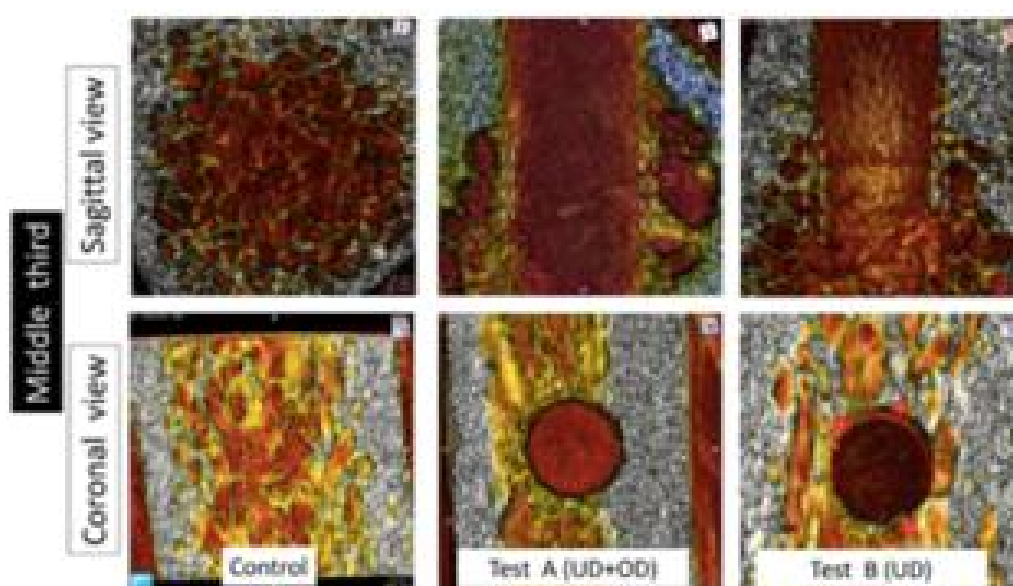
Imagem de micro-TC obtida do terço médio nas projeções sagital e coronal. Na projeção sagital, o grupo Controle apresentou padrão trabecular que coincidia com o osso Tipo III. O grupo Teste A mostrou o espaço do leito de implantação preparado rodeado por uma parede espessa de osso com cerca de 1 mm de espessura (linhas brancas pontilhadas). O teste B também mostrou um espaço vazio no leito de implantação rodeado por uma parede com cerca de 0,5 mm de espessura (linhas brancas pontilhadas). Nas projeções coronais, o grupo Controle apresentou o mesmo padrão trabecular descrito na projeção sagital. O grupo Teste A mostrou uma parede óssea circunferencial densa definida circundando completamente o espaço vazio do leito de implantação (setas brancas). O grupo Teste B apresentou espessamento localizado das paredes do leito de implantação interrompido por osso trabecular (pontos vermelhos). Imagem tirada do estudo de Delgado Ruiz *et al.* [9]
